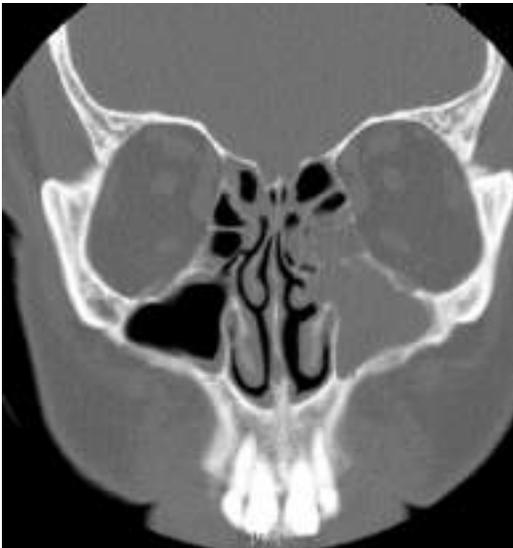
Sinusitis etmoido-maxilar izquierda (TC de CPN sin contraste). Se observa velamiento completo de maxilar izquierdo y velamiento parcial de celdillas etmoidales izquierdas
